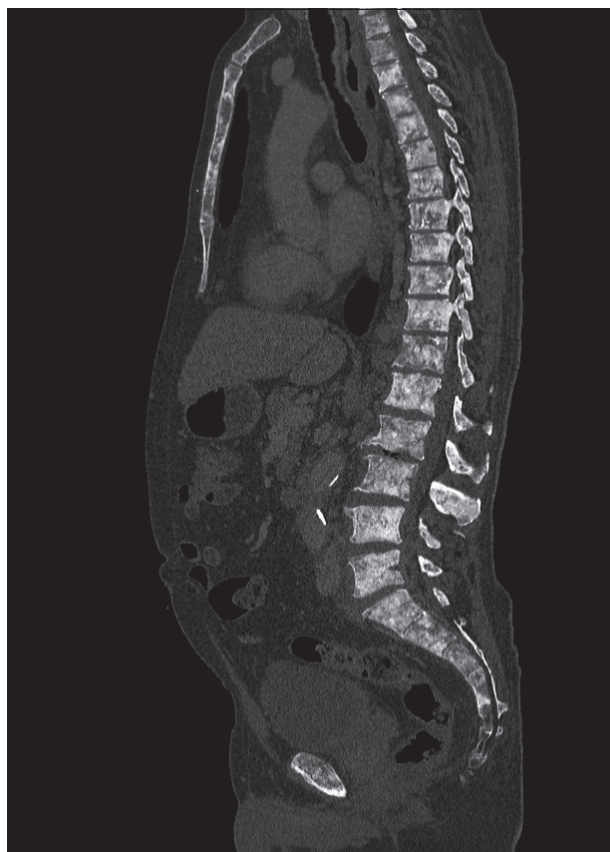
Dettaglio TC del rachide: evidenza di multiple lesioni secondarie addensanti. Lieve avvallamento da parziale crollo della limitante somatica superiore di D6.
